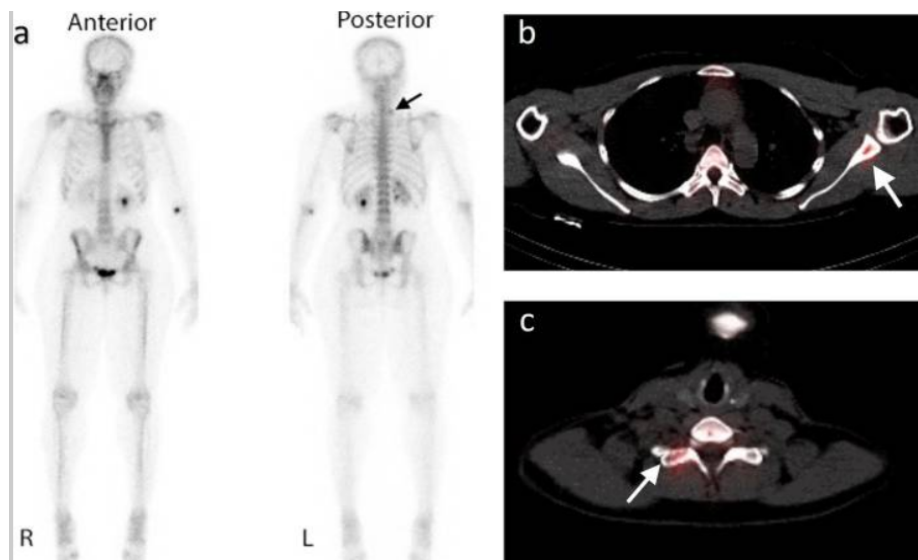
CO versus SPECT. Imagens de uma CO (a) e visualizações de uma SPECT da coluna dorsal (b) e cervical (c) em uma paciente feminina de 56 anos com câncer de mama. O acúmulo anormal sutil do traçador está presente na raiz do pescoço esquerdo na CO plana (seta preta) com acúmulo normal no trato urinário e no local da injeção (a). SPECT-TC demonstra captação correspondente no processo transversal direito de C7 (c seta branca), mas captação adicional na escápula esquerda (b seta branca) não visível apenas nas imagens planas.
